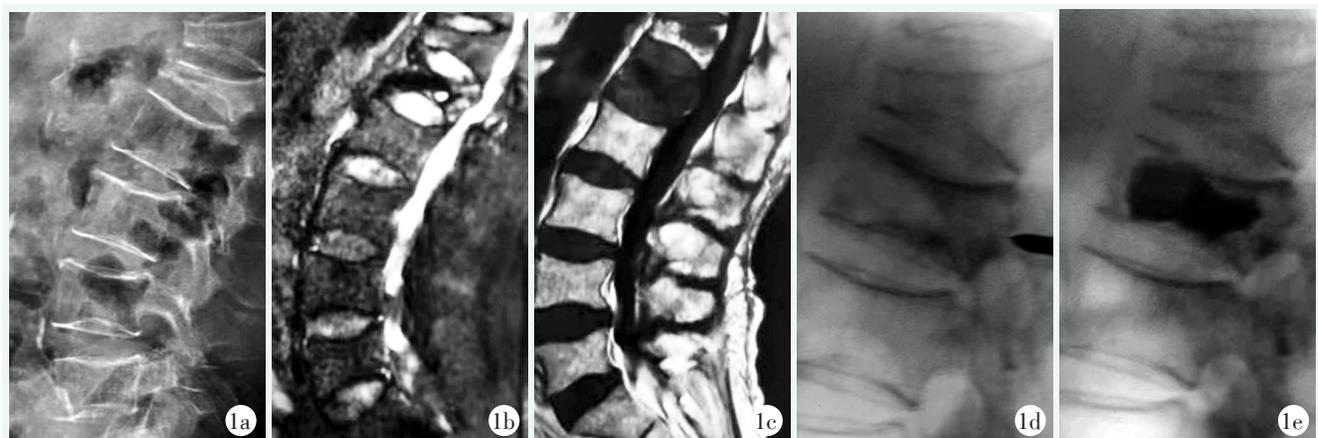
患者, 男, 78 岁, L₁ 骨质疏松性重度椎体压缩骨折, 行 PVP 术 1a: 站立位 X 线片示 L₁ 椎体压缩超 2/3, 其内可见裂隙 1b, 1c: L₁ 椎体 MRI T₂ 抑脂相呈混杂信号, 其内见囊腔样变, T₁ 相呈低信号, 提示陈旧性骨折不愈合 1d: 经体位复位后椎体高度部分恢复 1e: 骨水泥充分填充椎体空腔后侧位所见
